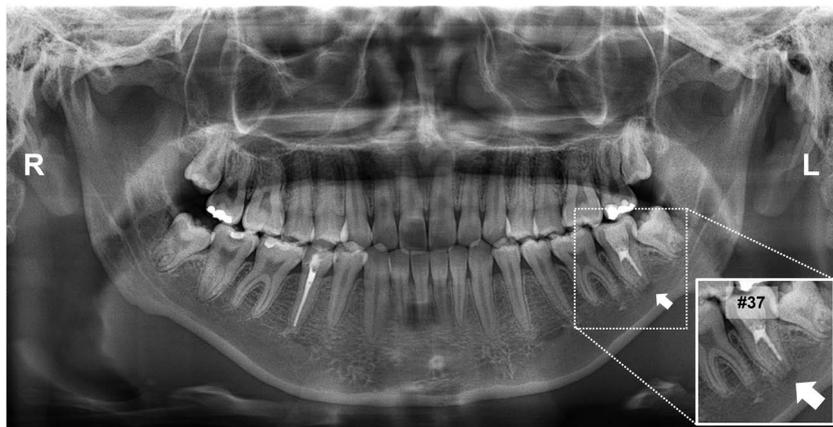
Panorama X-ray for screening.
